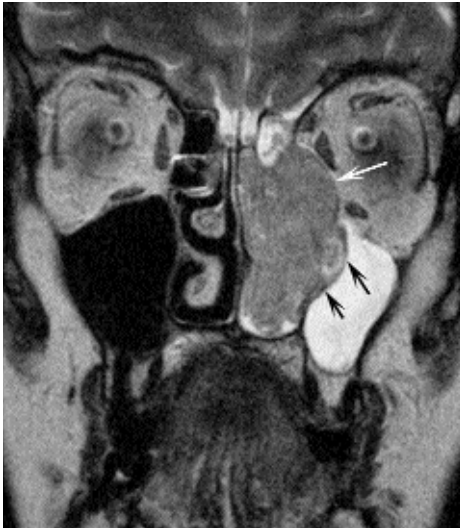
Adenocarcinoma naso-etmoidale sinistro. Nella sequenza RM T2 il ristagno di muco nel seno mascellare risulta iperintenso mentre la massa ha intensità intermedia. La parete mediale del seno mascellare sinistro è rimodellata (frece nere). Anche la lamina papiracea è deformata ma si riconosce una limitante ipointensa netta che separa la lesione dal tessuto adiposo orbitario (freccia bianca).
